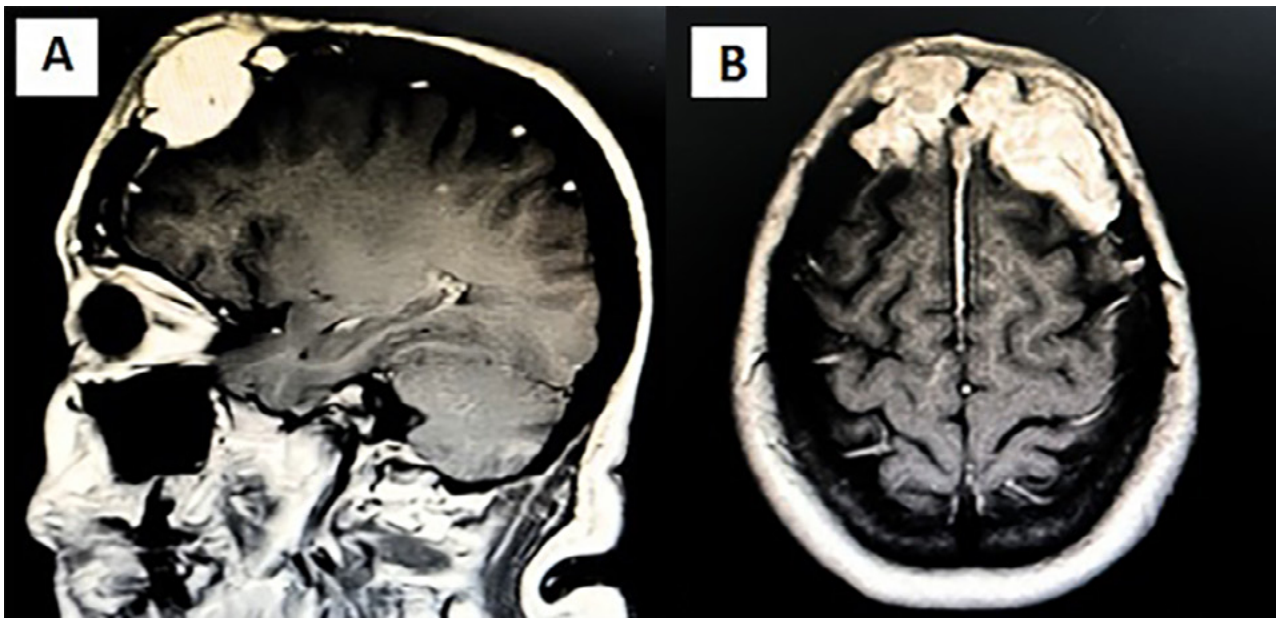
RM de encéfalo. A) Corte sagital. B) Corte axial.
